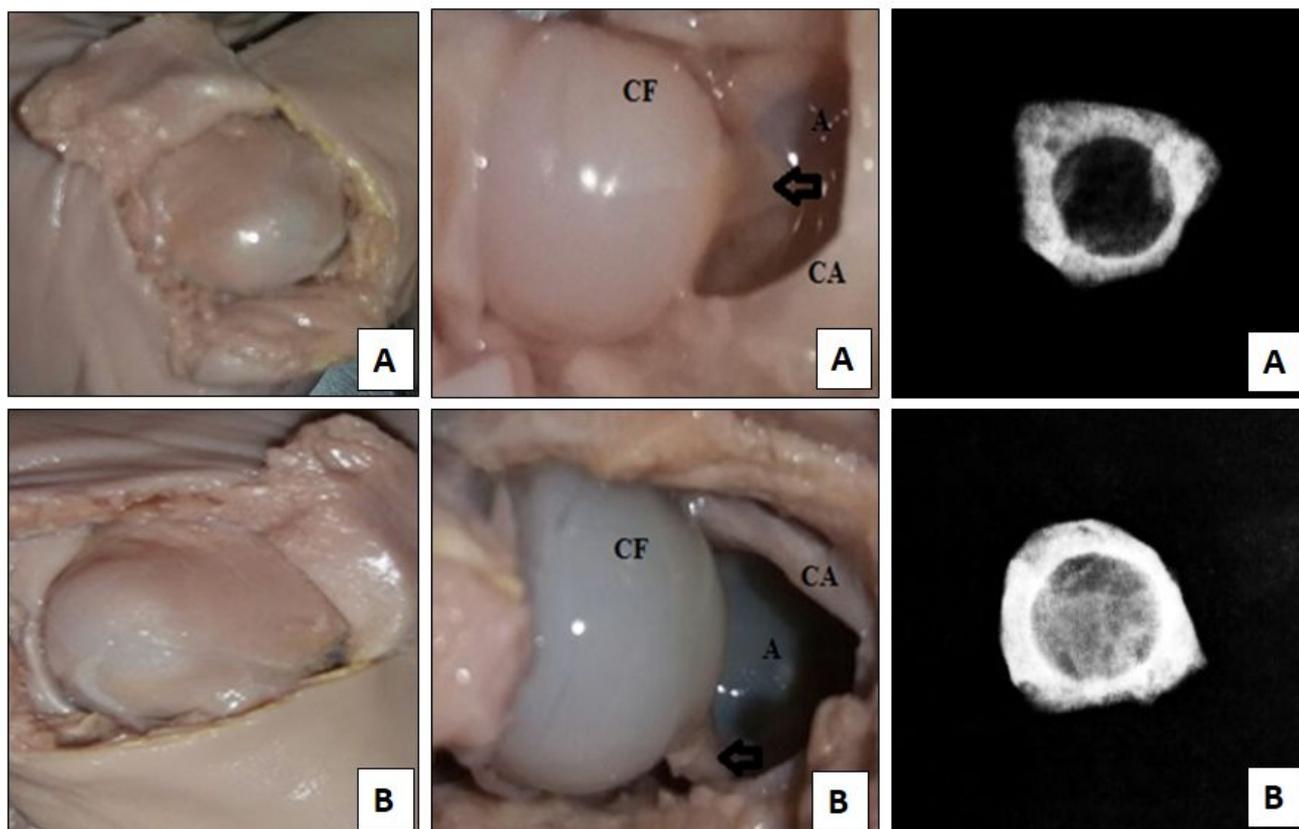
Macroscopia e radiografia da articulação do quadril de feto de 16 (A) e 24 (B) semanas gestacionais. Nota-se a integridade anatômica e maior radiodensidade da fossa acetabular no feto de maior idade gestacional. Indicados: Inserção acetabular da cápsula articular rebatida (CA), Cabeça femoral (CF), Acetábulo (A), Ligamento da cabeça femoral (seta). (fonte: Laboratório de Anatomia do UniAnchieta)
